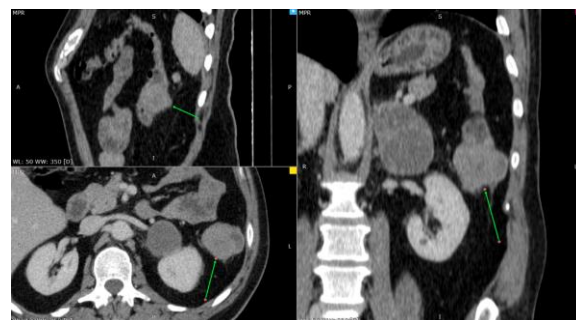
CT abdomen cu substanță de contrast: metastază colon descendent – detaliu
